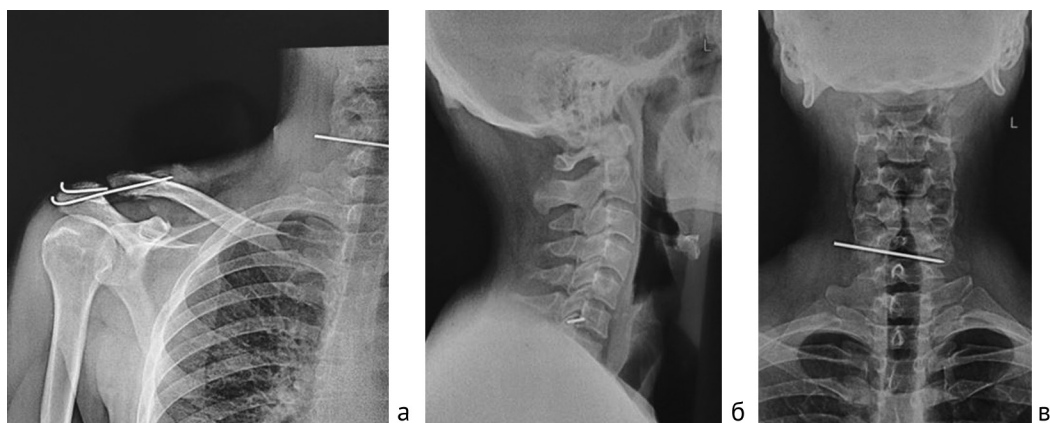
Рентгенограммы: а – правого плечевого сустава; б, в – шейного отдела позвоночника (боковая и переднезадняя проекции). На снимках отмечается состояние после восстановления акромиально-ключичного сочленения двумя спицами Киршнера, перелом одной спицы, миграция ее в правое межпозвонковое отверстие С6 позвонка
